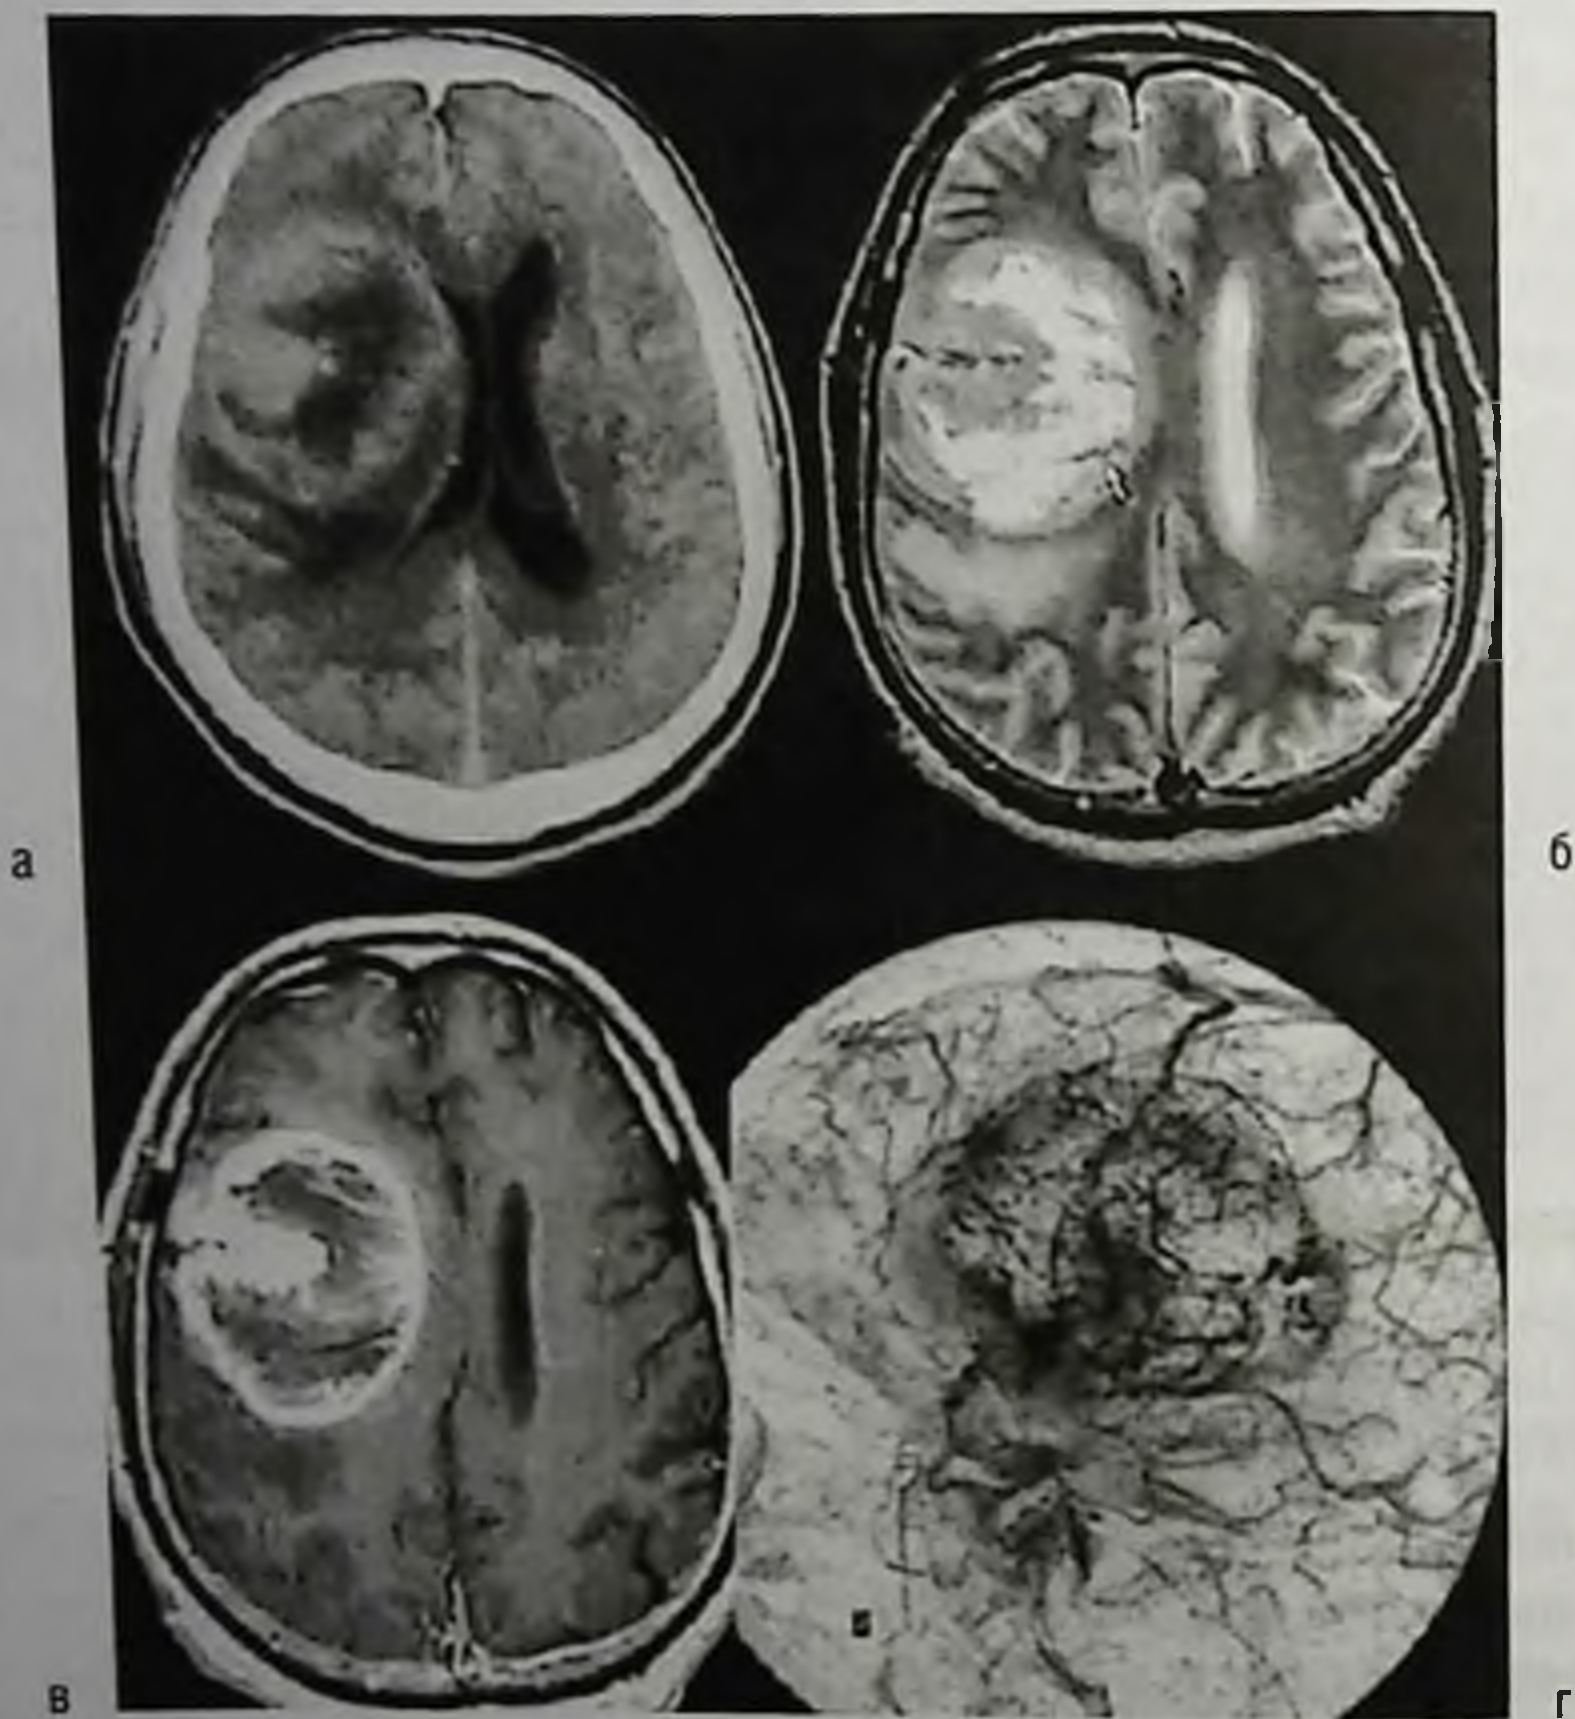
Злокачественная глиома (глиобластома) правой височно-теменной области: а — компьютерная томограмма с контрастным усилением, опухоль выглядит как область гетерогенной плотности; б — магнитно-резонансная томограмма, T2-взвешенное изображение, опухоль выглядит как зона гетерогенно повышенного сигнала; в — магнитно-резонансная томограмма, T1-взвешенное изображение с контрастным усилением; видно накопление контраста по периферии опухоли, в зоне ее активного роста и в проекции краев сильвиевой борозды; г — каротидная ангиограмма; определяется усиленное кровоснабжение опухоли в периферических отделах и в проекции краев сильвиевой борозды
